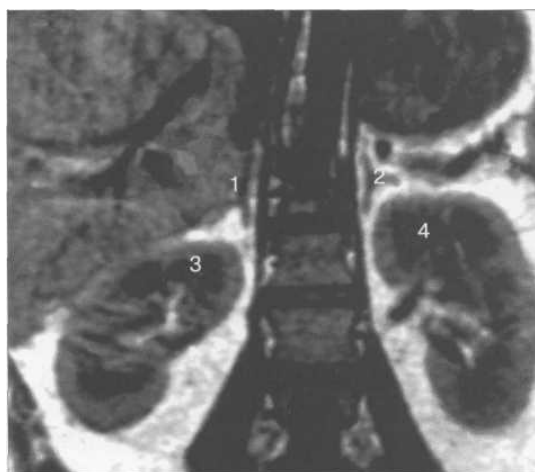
МРТ наднирків. Т1-зважені зображення, корональна площина.
